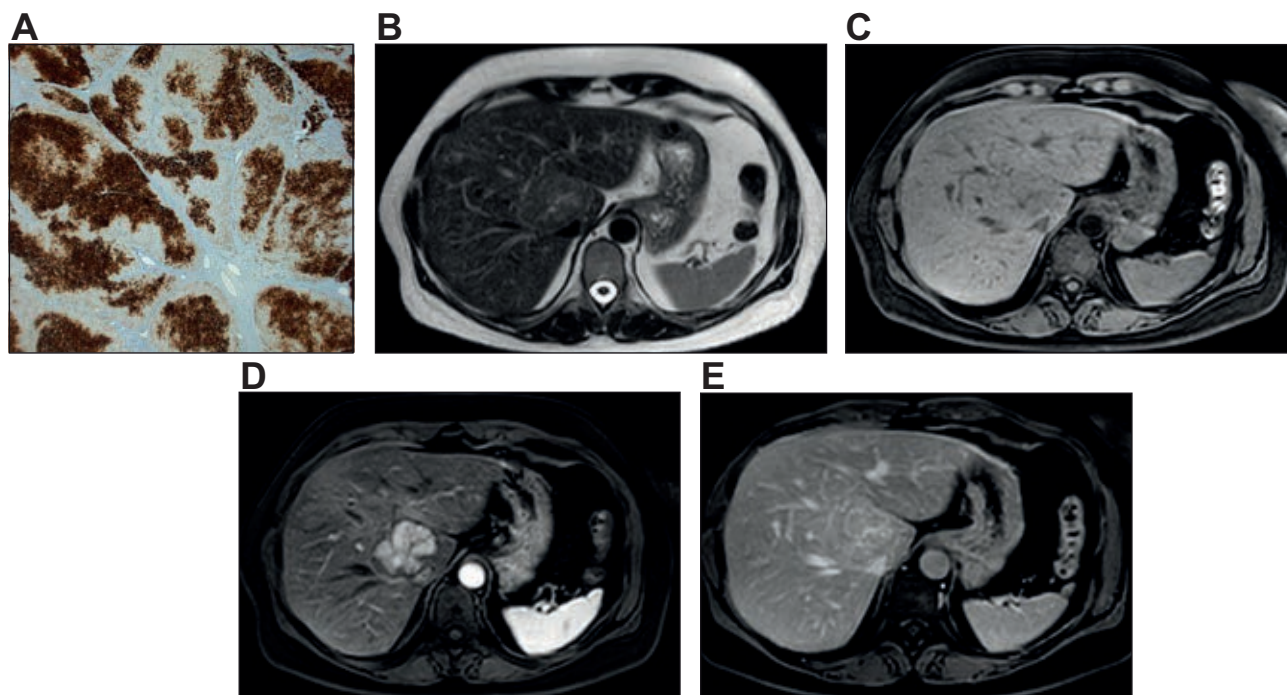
Un ejemplo típico de HNF. (A) La expresión de glutamina sintetasa mediante inmunotinción muestra un patrón en “mapa” en los hepatocitos de la lesión. Las áreas hepatocelulares positivas suelen estar situadas alrededor de las venas hepáticas. (B y C) En la RM, la lesión apenas se aprecia en T2 y en T1. (D y E) En las imágenes con contraste, la lesión muestra una captación intensa y homogénea en la fase arterial, y pasa a ser isointensa con el hígado en la fase venosa portal. El elemento central es hiperintenso en T2 y capta contraste en las imágenes de fase tardía con el empleo de medios de contraste extracelulares.
